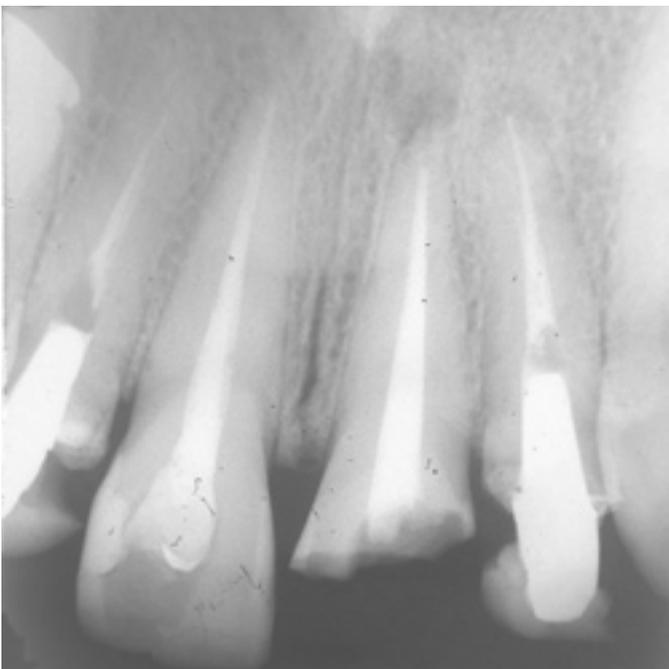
Exame radiográfico - dente 22 apresenta tratamento endodôntico insatisfatório e dentes 11 e 12 rarefação óssea periapical - o que evidencia a necessidade de remoção de pino e retratamento endodôntico dos dentes.
